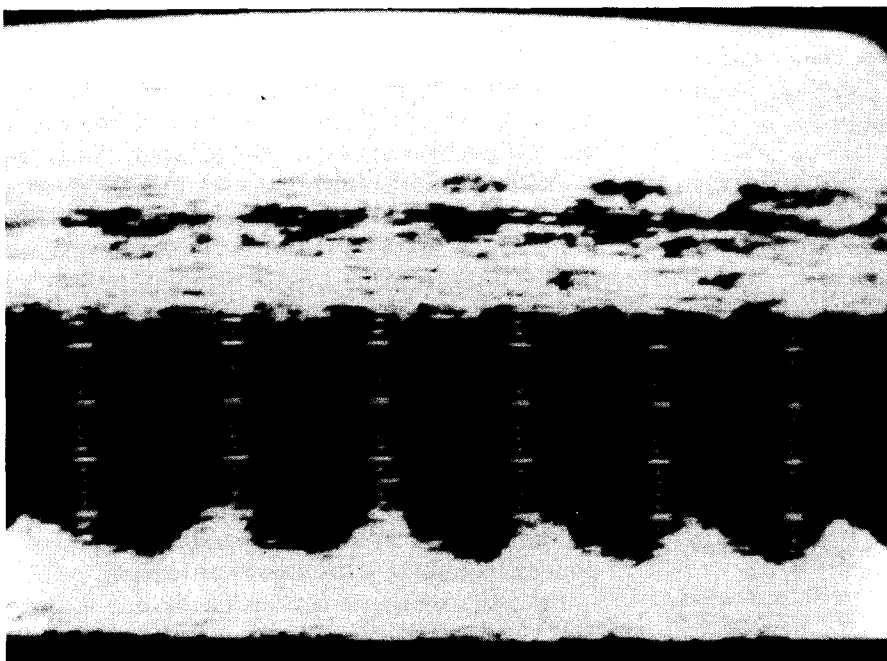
Ecocardiograma en modo M. El septum interventricular carece de movilidad propia, aquineisa. La pared posterior tiene disminuida en forma leve su contractilidad. A este nivel el espesor septal es igual a la pared posterior.
